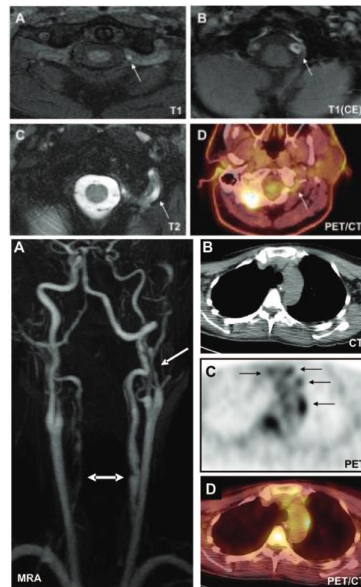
Axial fat-suppressed black-blood precontrast and postcontrast T1-weighted images (A, B), T2-weighted images (C), and positron emission tomography CT images (D) of the vertebral arteries of a 48-year-old patient with left-side vertebral artery dissection (imaging 3 weeks after symptom onset). A, Weak hypersignals (arrow) on precontrast T1-weighted imaging demonstrating left vertebral artery dissection. B, Perivascular contrast enhancement of the left vertebral artery. Of note, no contrast enhancement is seen in the right vertebral artery, confirming that local vessel wall inflammation was confined to the site of the arterial dissection. C, Local perivascular edema. D, Pathological [18F]-fluorodesoxyglucose uptake at the site of the dissection. CE indicates contrast enhancement; PET, positron emission tomography; CT, computed tomography.
